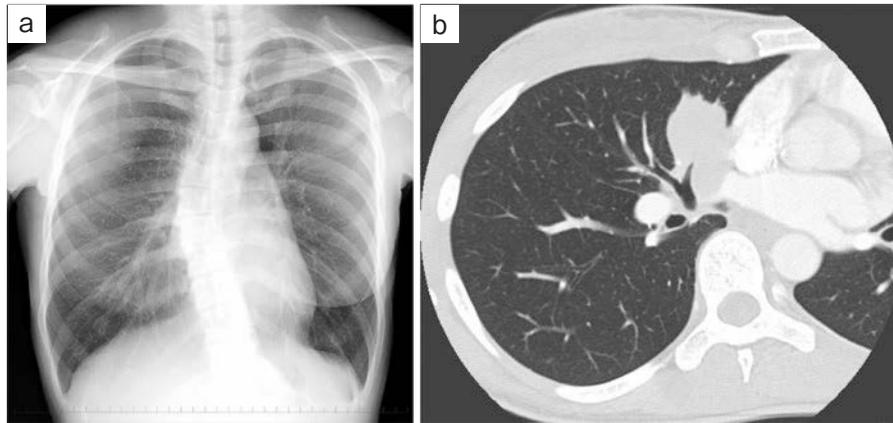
Imaging findings. Chest X-ray (a) and chest CT (b) before the bronchoscopy. The chest CT showed a 5-cm-long shadow in the right middle lobe.
